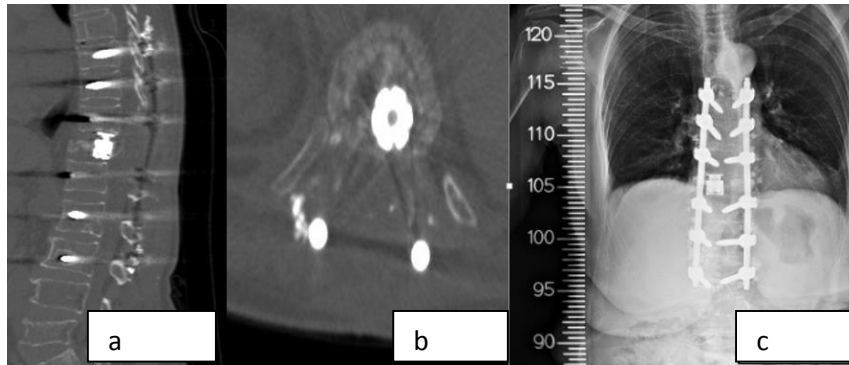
a. Postop BT sagittal kesitte kırık vertebranın sağlam kısmına transpediküler vidanın yönlendirilmesi, b. Postop BT sagittal kesitte kanalın durumu
